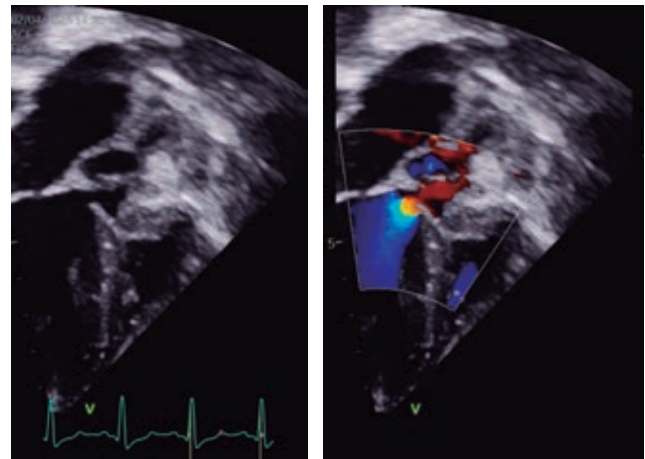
Vista tres cámaras 2D y Doppler color del tracto de salida de ventrículo izquierdo, con obstrucción subvalvular secundaria a rodete subaórtico.
